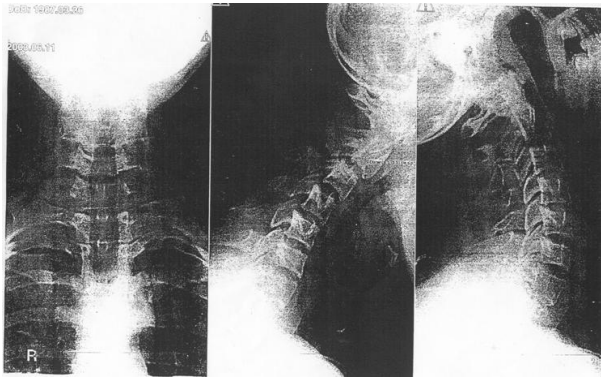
Рентгеноспондилограма шийного відділу хребта хворого 3., 16 років, у трьох проекціях. Дегенеративні зміни ШВХ: остеохондроз С3-4-5, нестабільність при anteflexio ХРС С2-3-4. Деформуючий спондиліоз.
